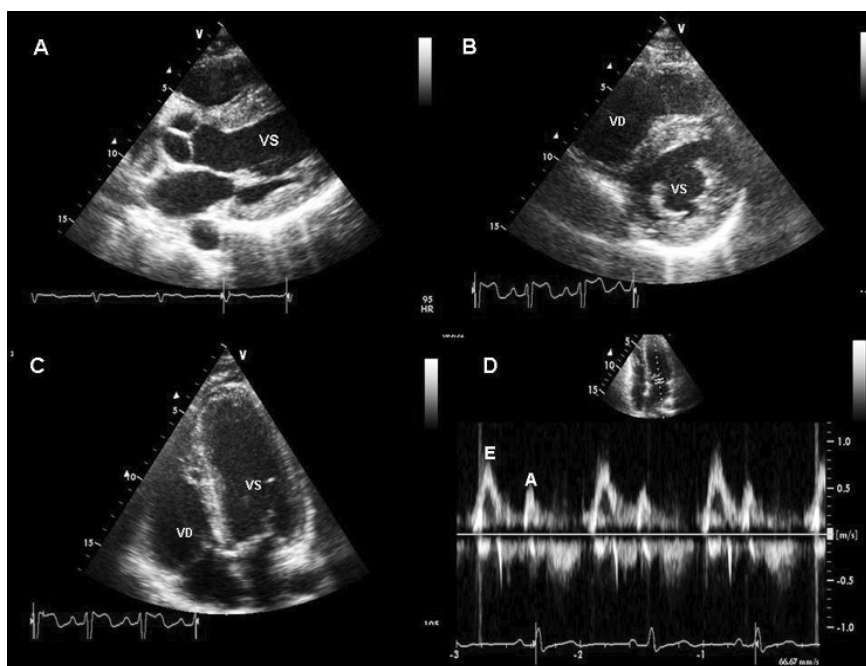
Cuore d'atleta di potenza. Sezione parasternale asse-lungo (A) ed asse-corto (B), apicale 4 camere (C) e flussimetria Doppler transmitralica (D). Si noti la presenza di ipertrofia ventricolare sinistra di tipo concentrico, con aumento degli spessori di parete prevalente su quello dei diametri cavitari, in presenza di una normale funzione diastolica del ventricolo sinistro (rapporto E/A >1). VD = ventricolo destro; VS = ventricolo sinistro.
